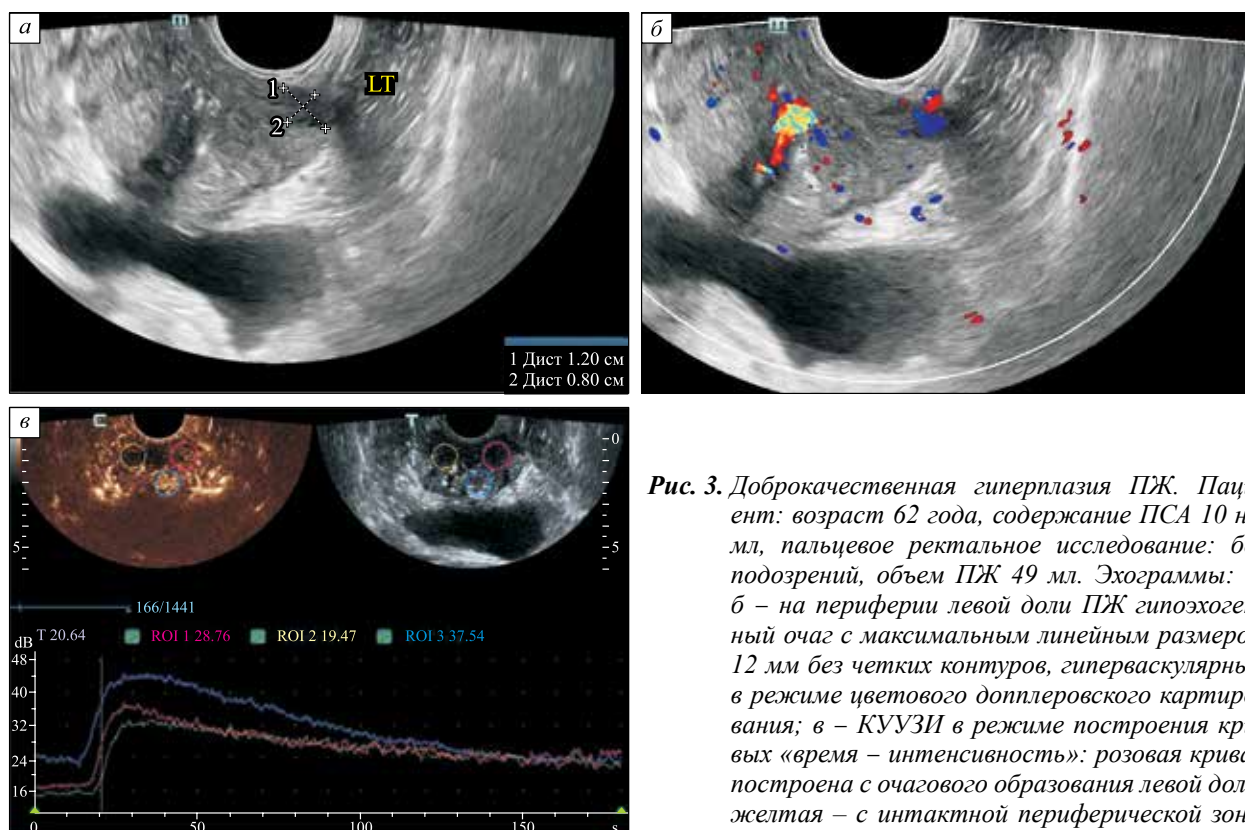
Доброкачественная гиперплазия ПЖ. Пациент: возраст 62 года, содержание ПСА 10 нг/мл, пальцевое ректальное исследование: без подозрений, объем ПЖ 49 мл. Эхограммы: а, б – на периферии левой доли ПЖ гипоехогенный очаг с максимальным линейным размером 12 мм без четких контуров, гиперваскулярный в режиме цветового доплеровского картирования; в – КУУЗИ в режиме построения кривых «время – интенсивность»: розовая кривая построена с очагового образования левой доли, желтая – с интактной периферической зоны правой доли. Все кривые характеризуются
